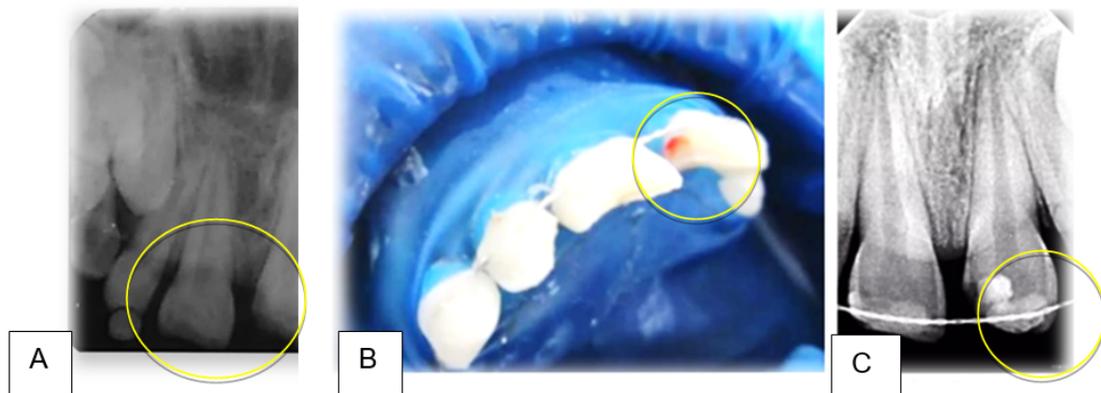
A) radiografía previa a la terapia pulpar con MTA B) vista clínica de la fractura complicada de corona c) radiografía después de la terapéutica pulpar. ⁴²
